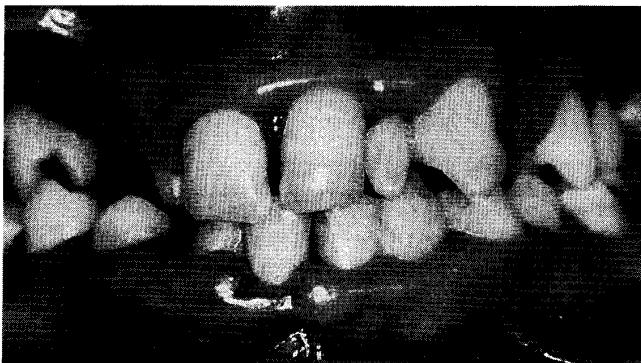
Clinical status and dental radiographs of a 16-year-old male patient with Down's syndrome and periodontitis.
